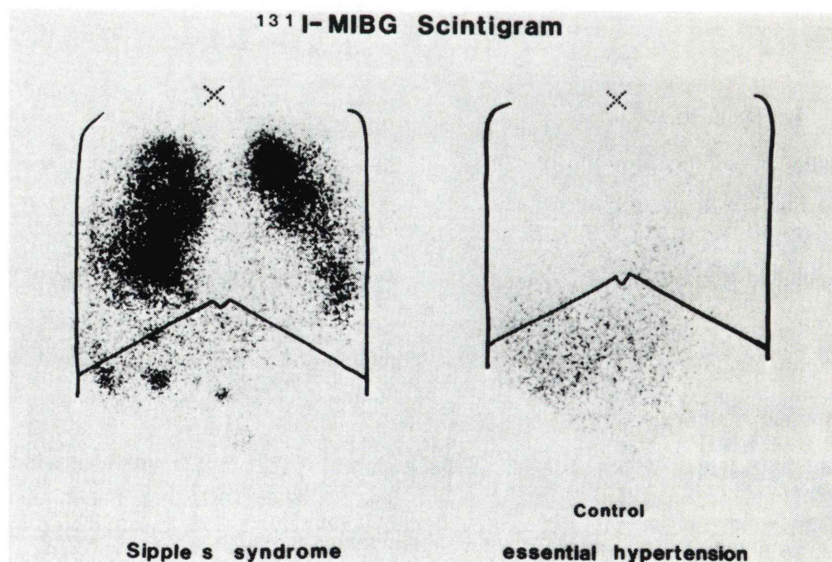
^{131}I -MIBG scintigram of a patient with Sipple's syndrome who had pulmonary and liver metastases (on the left). As control, ^{125}I -MIBG scintigram of a patient with essential hypertension (on the right).
